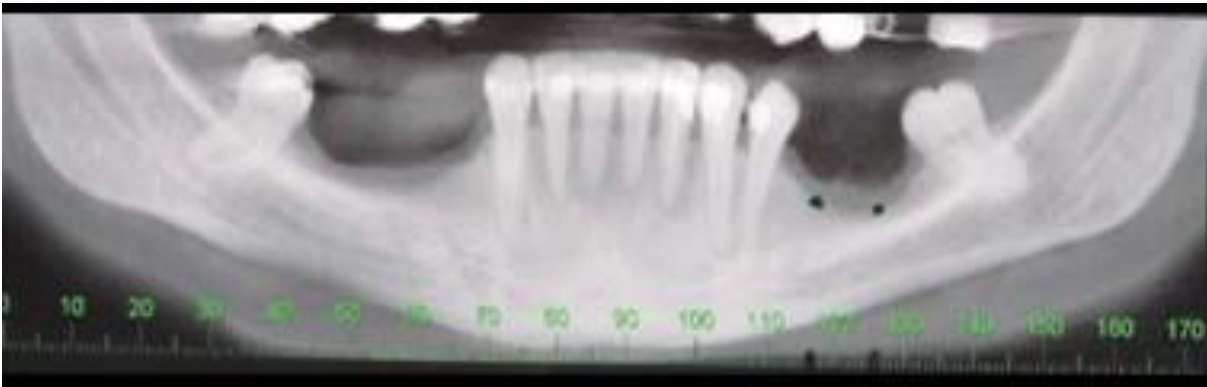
Vista panorâmica por Tomografia Computadorizada (ZAGO, et al., 2015)
